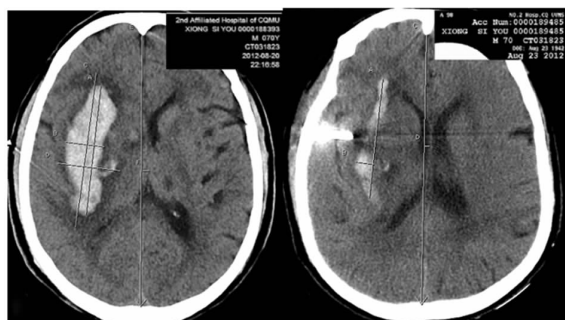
Comparison of brain CT in alteplase group before and after the treatment
